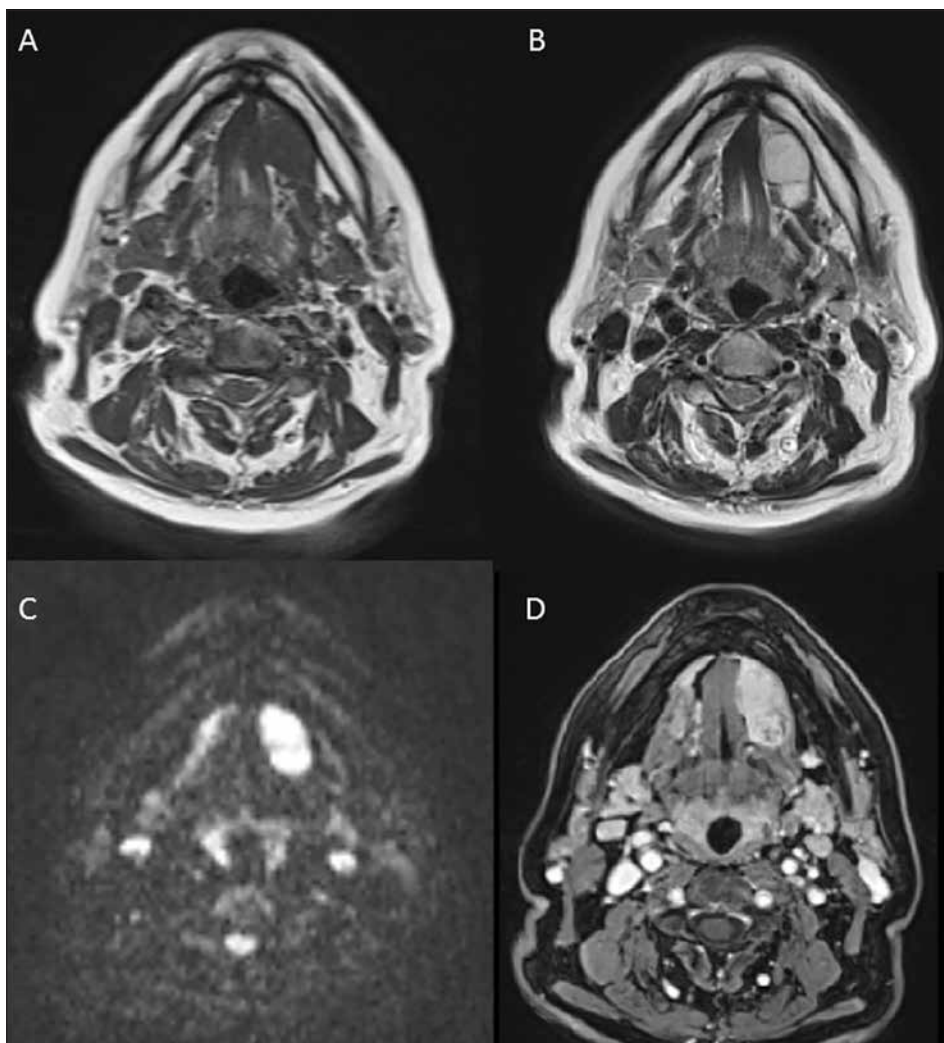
Carcinoma Adenoide Cistico a medio grado di differenziazione della ghiandola sottolinguale sinistra. La RM mostra una lesione a margini regolari e ben definiti, senza segni di infiltrazione delle strutture adiacenti, localizzata nello spazio sottolinguale; la lesione mostra basso segnale nelle immagini T1-pesate (A) ed elevato segnale nelle immagini pesate in T2 (B) e diffusione (C), inoltre è dotata di omogeneo e intenso contrast-enhancement (D). I reperti descritti sono caratteristici delle lesioni a basso grado di malignità.
